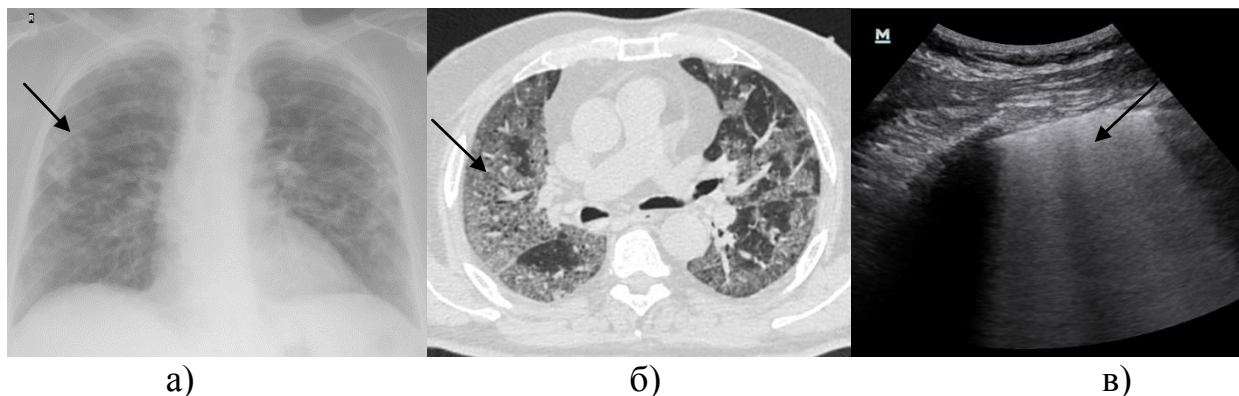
(а, б, в) – Рентгенологическая картина пневмонии с поражением интерстициальной стромы (а). КТ-картина интерстициальной пневмонии (б) и ультразвуковая картина интерстициального поражения легких в S3 справа с множественными В-линиями (в)
